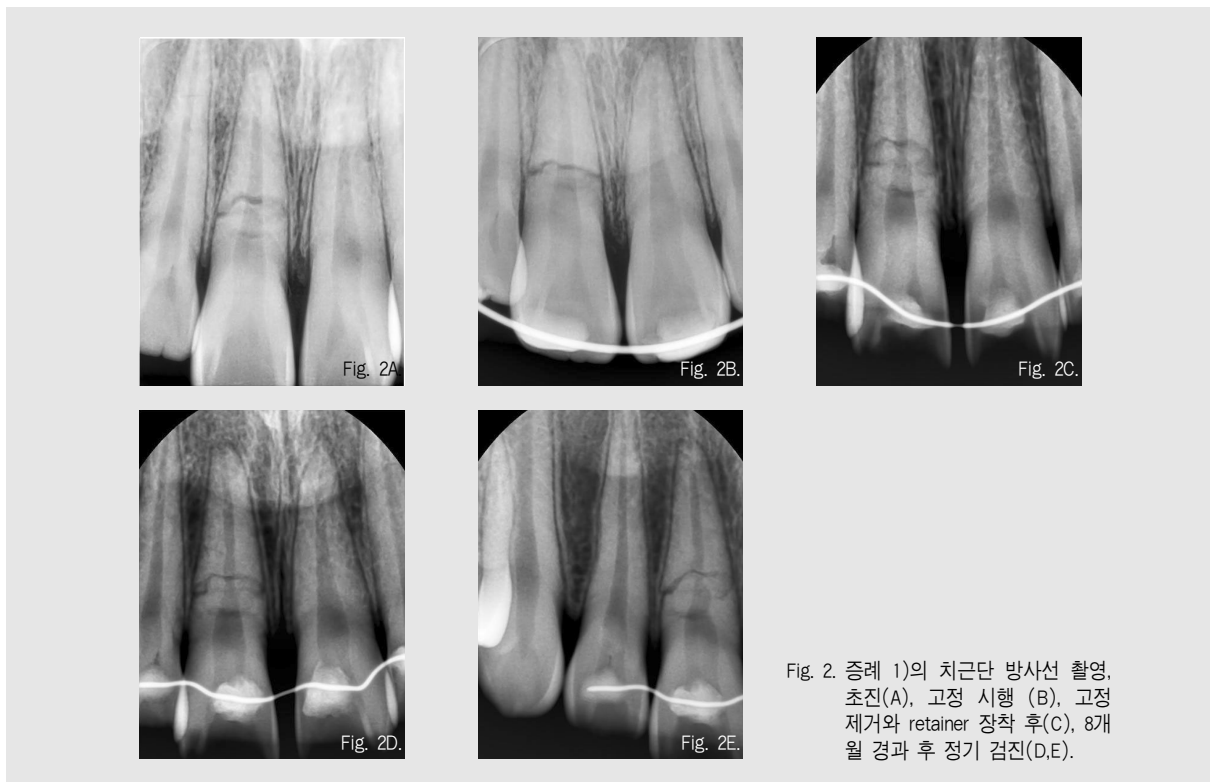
증례 1)의 치근단 방사선 촬영, 초진(A), 고정 시행 (B), 고정 제거와 retainer 장착 후(C), 8개월 경과 후 정기 검진(D,E).
